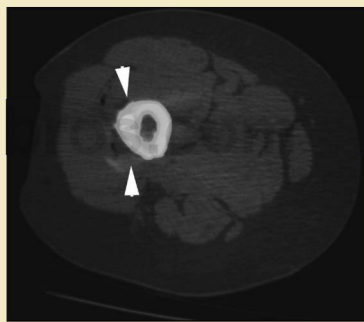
TC tras inyección de cemento dentro de la lesión lítica (puntas de flecha).
